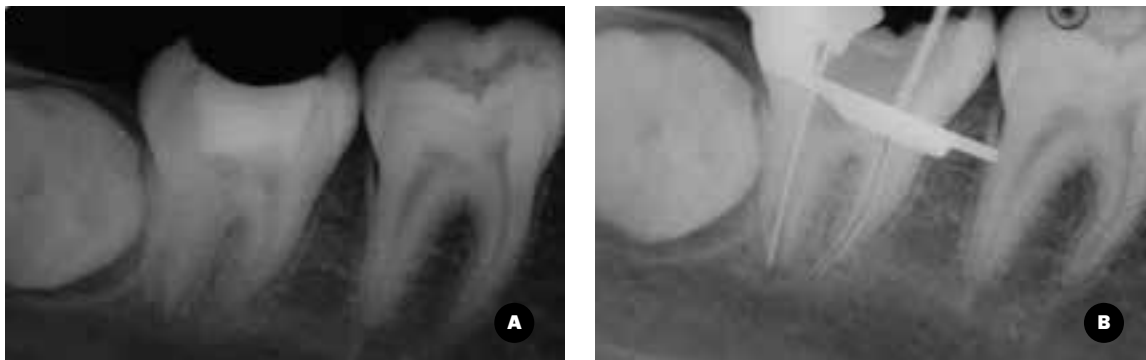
Radiografía periapical preoperatoria donde se observa apicoformación incompleta pieza dentaria 4.7 1B. Conductometría
